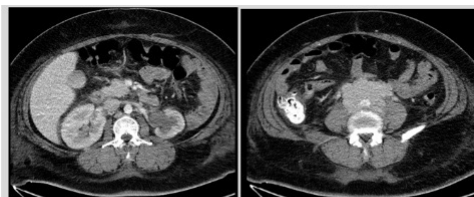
Abdominal computed tomography showed huge retroperitoneal mass from IMA origin site to right external iliac area with bilateral hydronephrosis due to engulfed both ureters by mass.
